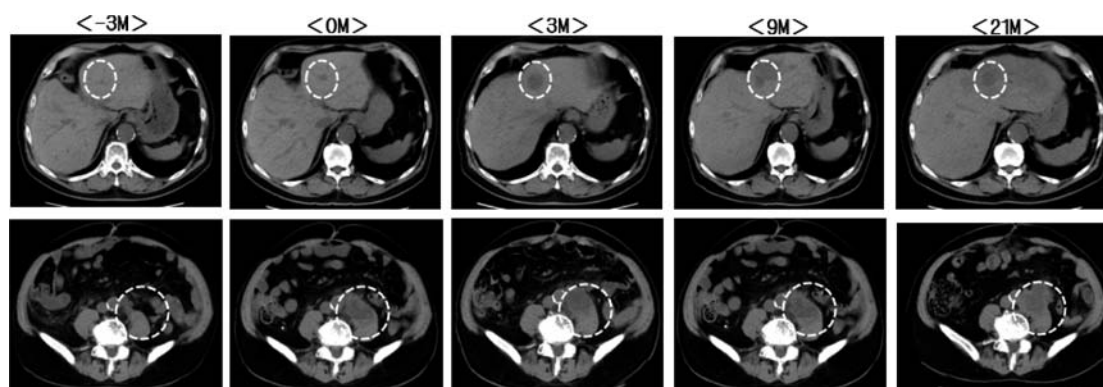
Plain CT showed liver metastasis and left common iliac lymph node metastasis invading the left iliopsoas muscle. The liver metastasis gradually enlarged, whereas the lymph node metastasis remained stable for 21 months after nivolumab administration (Liver metastasis: 10 mm \rightarrow 20 mm, Lymph node metastasis: 43 mm \rightarrow 50 mm).
